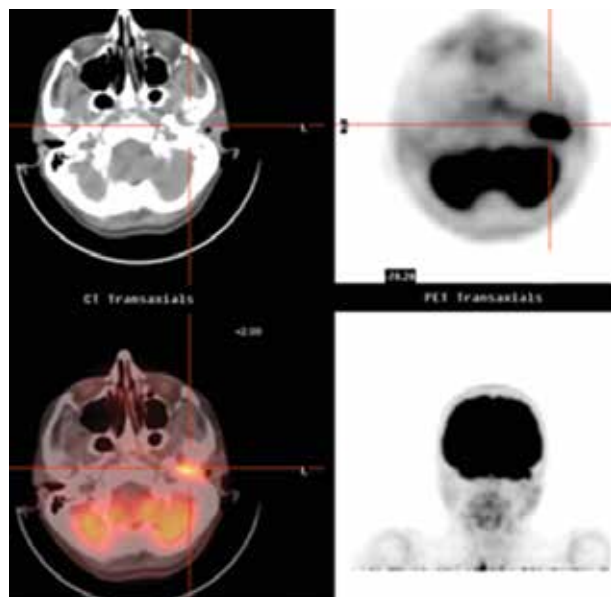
PET-TC. Lesión hipermetabólica en oído izquierdo.
